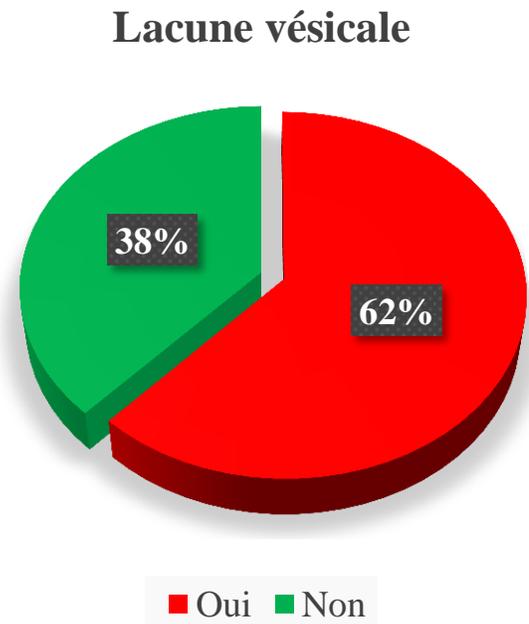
Répartition des patients selon la lacune vésicale a l'échographie.
